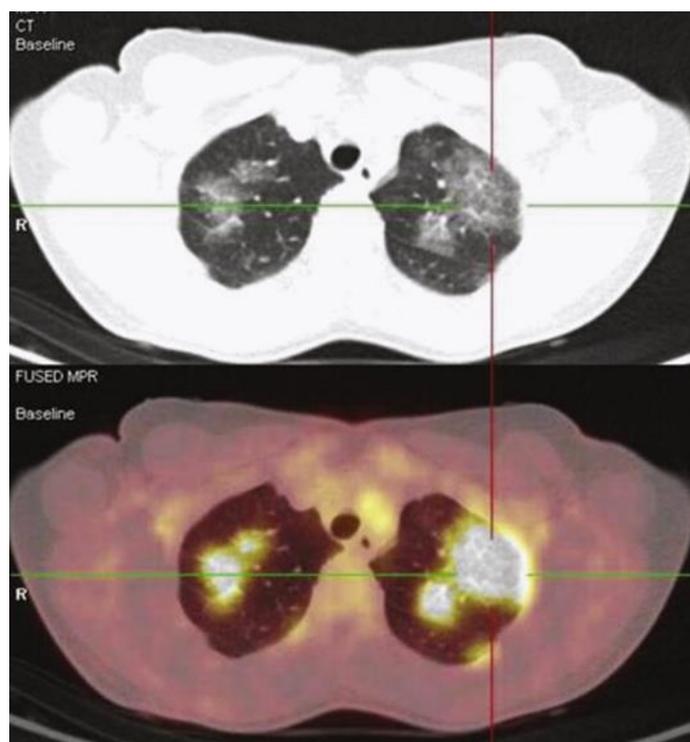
ПЭТ/КТ у пациента с саркоидозом легких 3 стадии. Накопление РФП в паренхиме легкого в верхних долях обоих легких (SUV_{max} 12.5)
